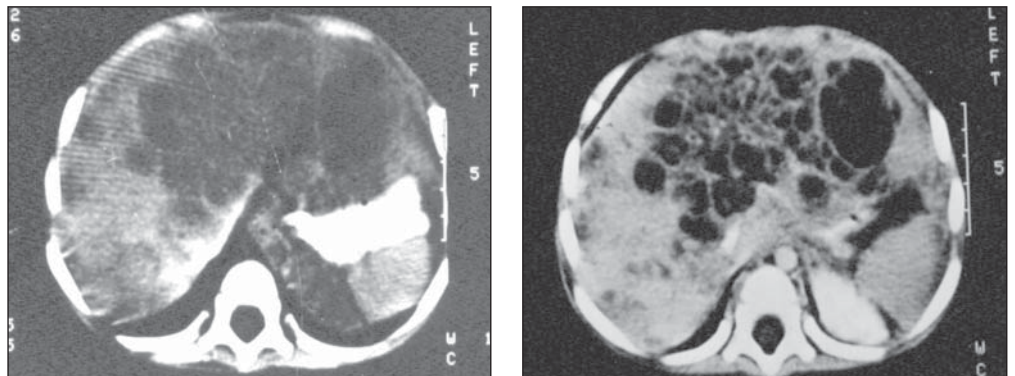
Abscessos múltiplos. TC sem contraste (A) e com contraste imediato (B). Lesões hipotenuantes irregulares de tamanhos variados; após injeção do contraste ocorre impregnação heterogênea periférica nas fases imediata e tardia.
